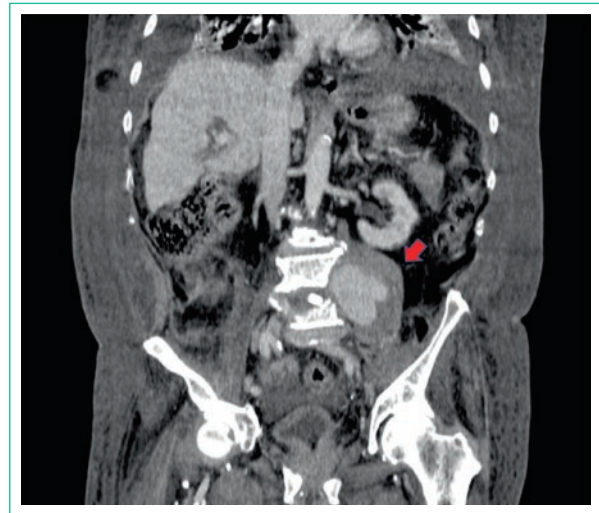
Tomografía computarizada de abdomen con contraste en fase venosa donde se evidencia colección cuya interfase en la densidad del contenido resulta compatible con un hematoma paravertebral izquierdo (punta de flecha roja).
